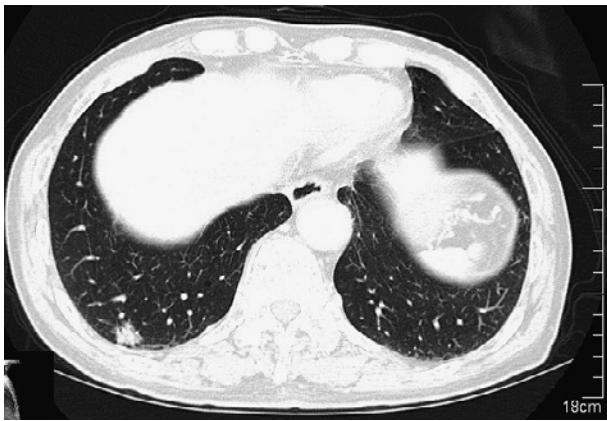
A chest computed tomographic image disclosed a solitary nodule in the right lower lobe.
